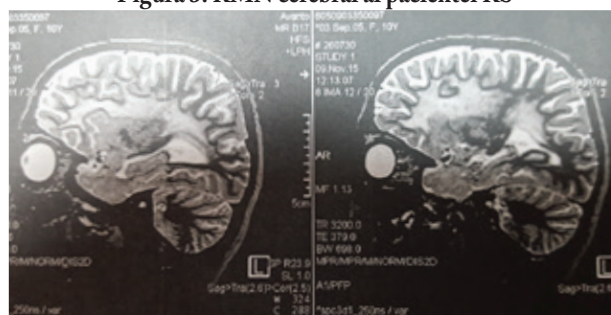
RMN cerebral al pacientei RS
